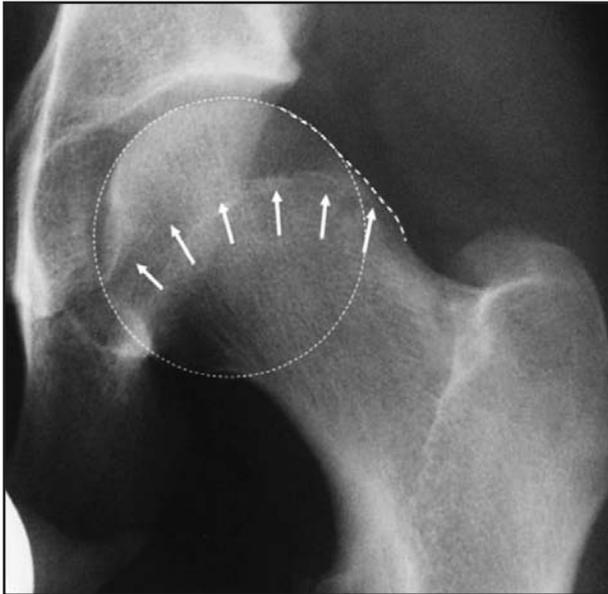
Radiografía AP de cadera: "Deformidad en empuñadura de pistola"
